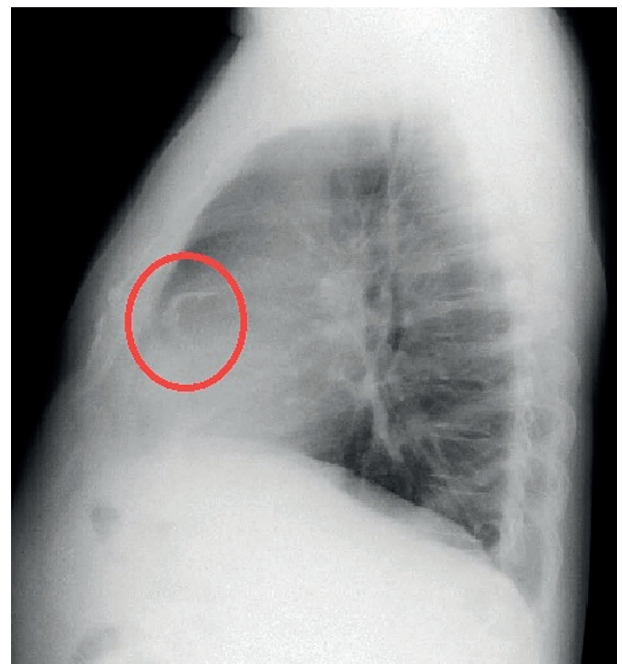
Radiografía de tórax en proyección lateral que muestra calcificación del pericardio (círculo rojo).
